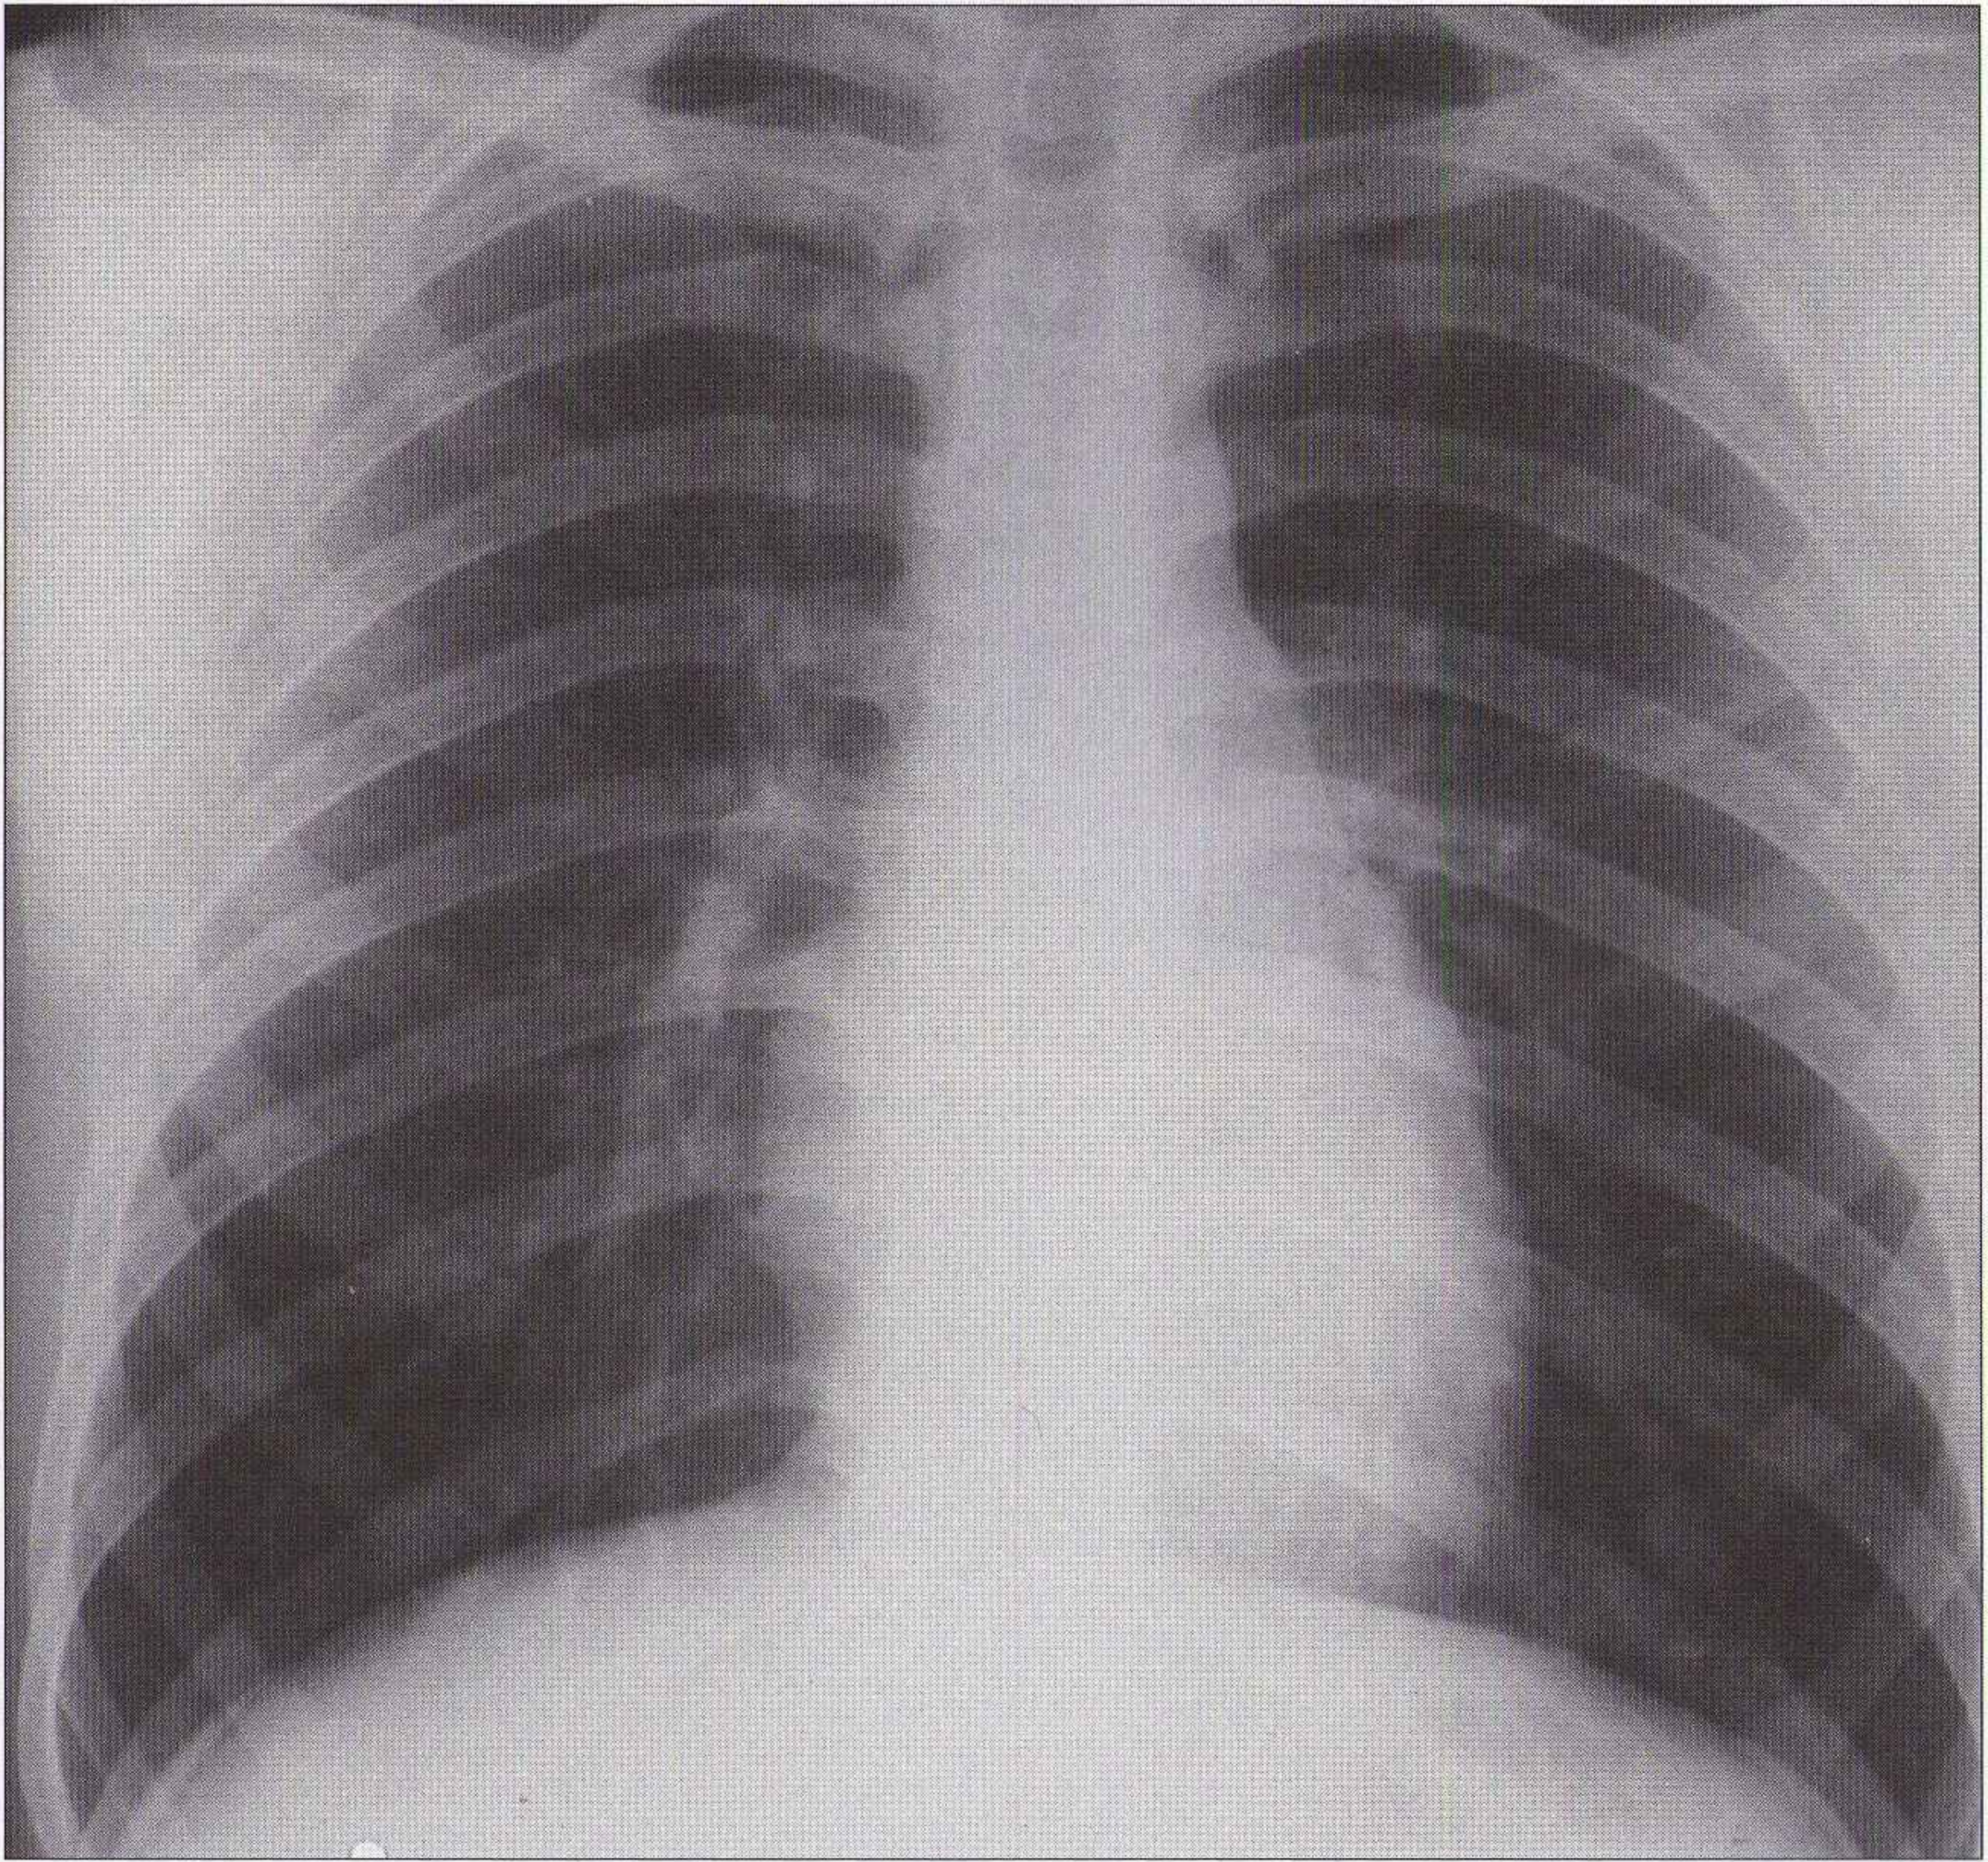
Radiographie du thorax de face postéroantérieure normale : les bords du cœur et les coupes diaphragmatiques sont nets et bien limités.
